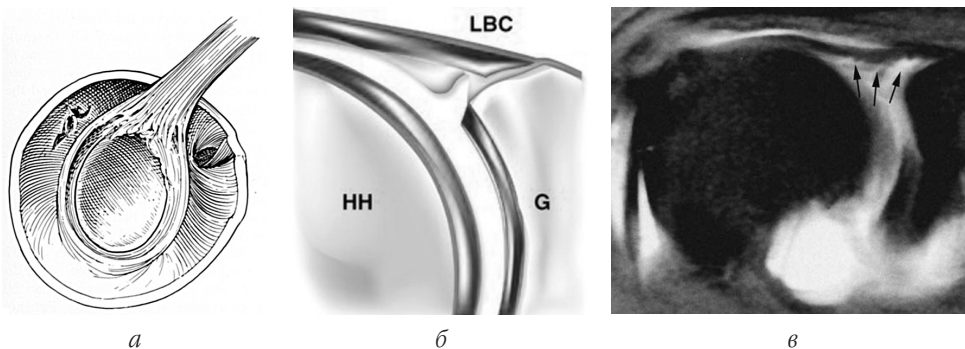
SLAP-пошкодження, *тип I*: *а* — сагітальний вигляд; *б* — фронтальний зріз; *в* — МРТ, корональна проекція (тут і далі: HH — головка плечової кістки; LBC — сухожилля довгої головки біцепса; G — суглобова западина лопатки; стрілками вказана зона пошкодження ВЧ СГ лопатки)
